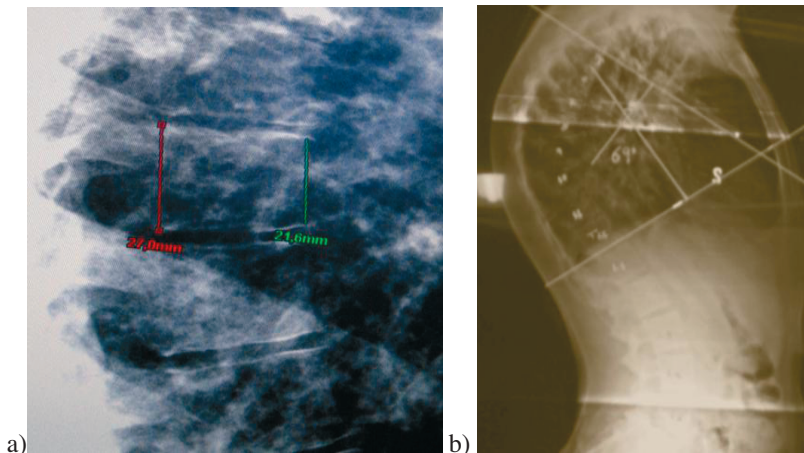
a) Radiografía lateral de columna dorsal centrada en D8 (Fractura grado 1 de Genant). b) Telerradiografía lateral de columna completa (69° Cobb).
